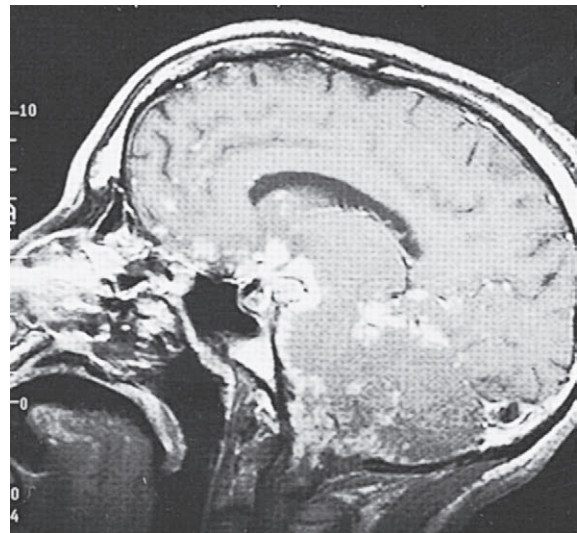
Sarcoide cerebral. MRI del encéfalo realizada con gadolinio. Imagen superior: lesiones sarcoides recubren la base del encéfalo y el cerebelo y rodean el tallo hipofisario. El paciente tenía sarcoide pulmonar, abulia intensa y panhipopituitarismo. Imagen inferior: infiltración sarcoides de las paquimeninges basales y ambos nervios ópticos que causa ceguera. La agudeza visual casi se normalizó después de dos semanas de la administración de corticosteroides.
